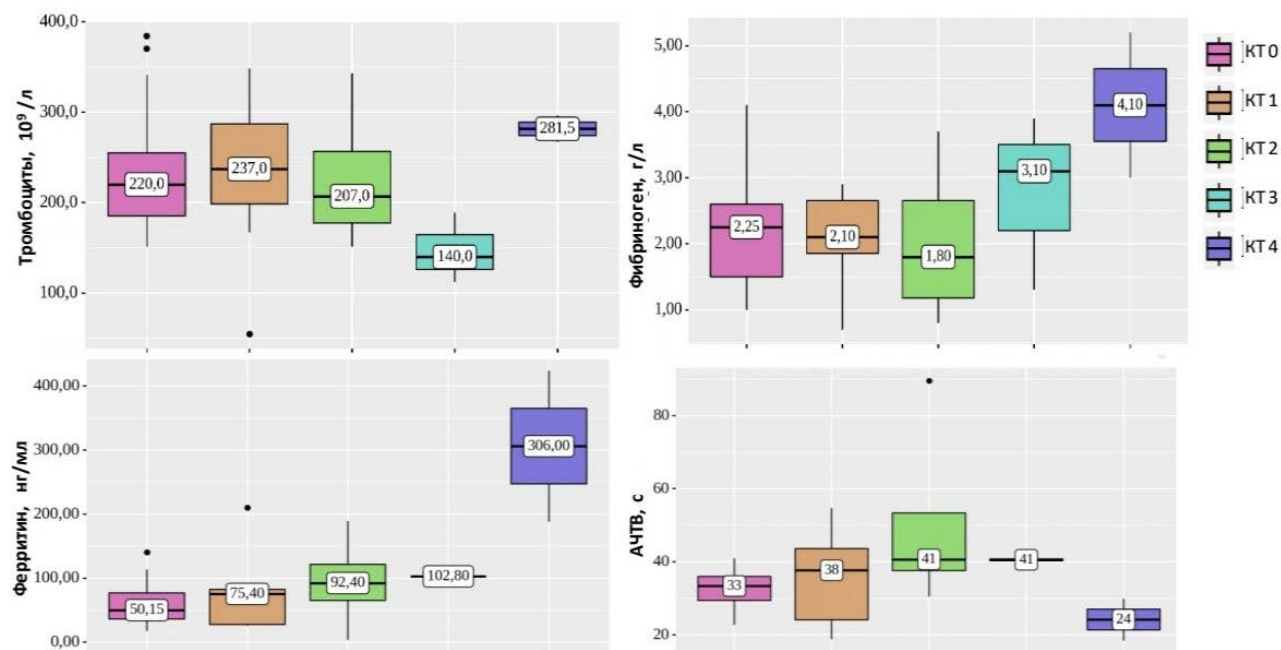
Количество тромбоцитов, уровень фибриногена, ферритина и АЧТВ в зависимости от степени поражения легких по данным компьютерной томографии.
